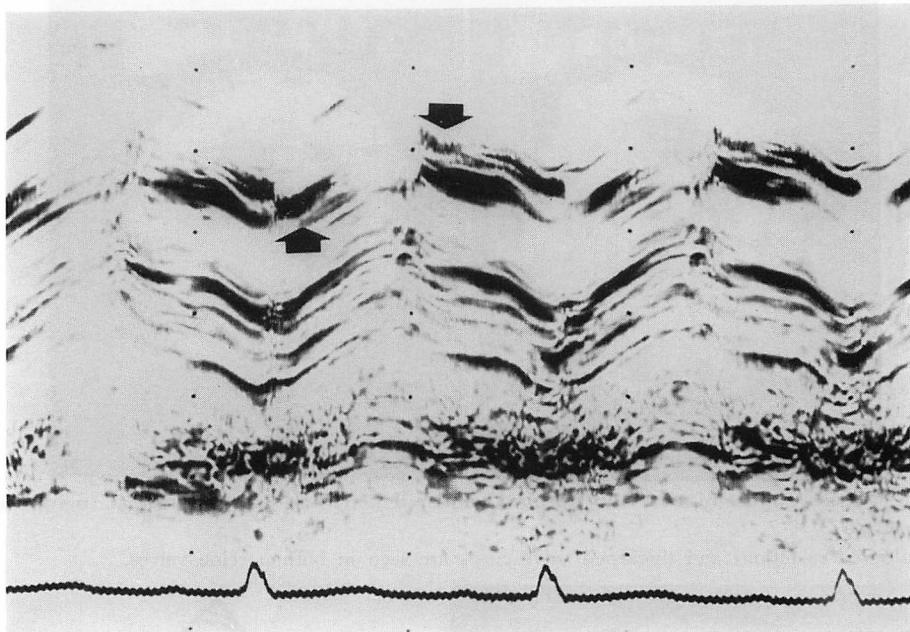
M-mode echocardiogram from Case 4.
